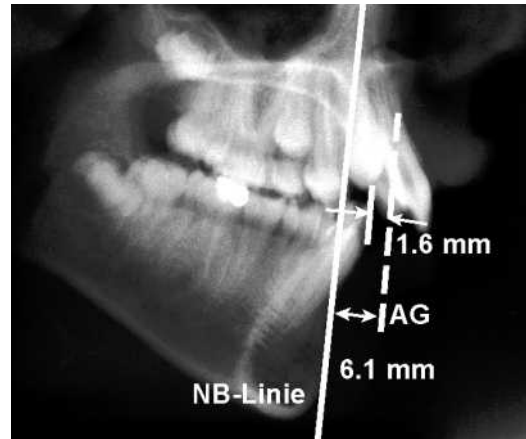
Oben ist die anteriore Grenze im Fernröntgenbild eingetragen. Unten sind die Grenzen, innerhalb derer der Unterkieferzahnbogen ausgeformt werden muß, eingezeichnet.
